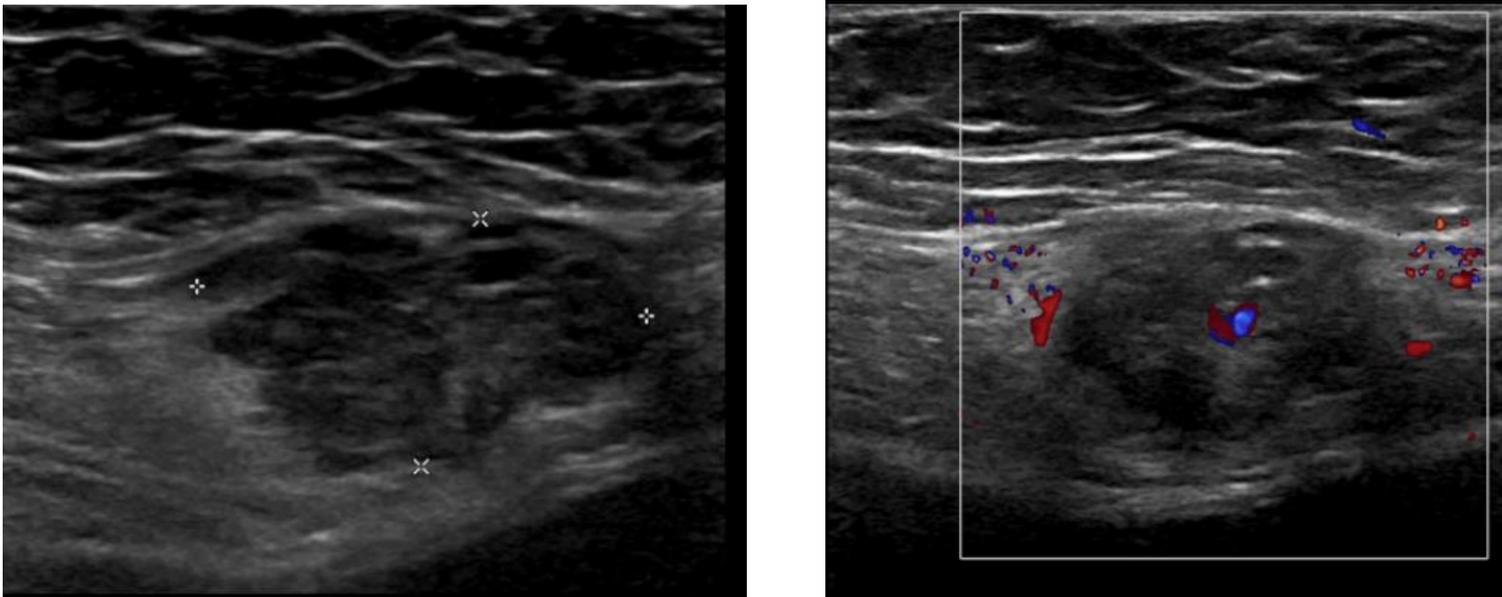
Ecografía: lesión sólida hipocogénica de aspecto heterogéneo con aumento de la vascularización
